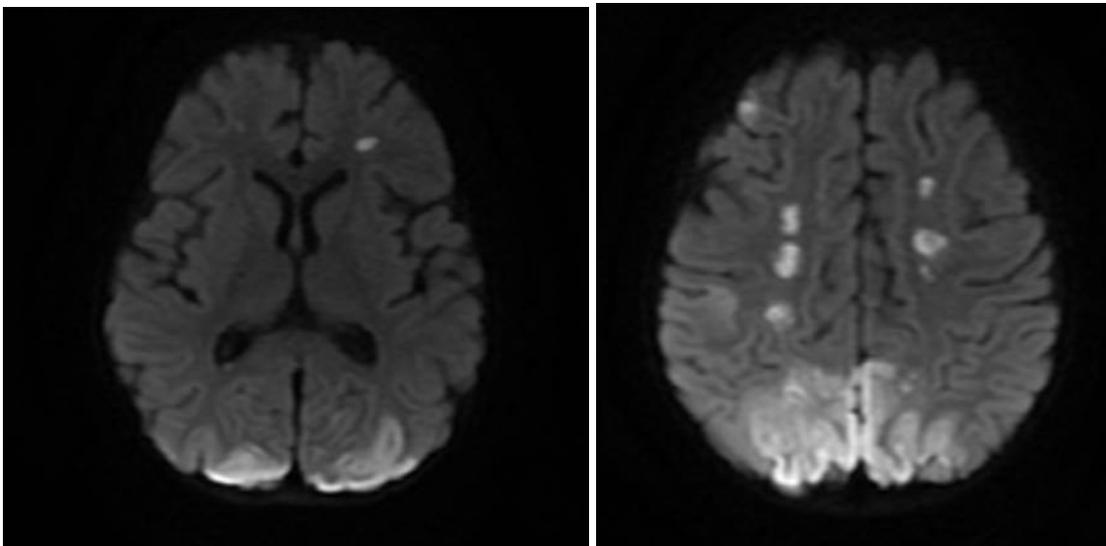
Imagem axial em série DWI com áreas secundárias de injúria vascular isquêmica recente em ambos os hemisférios cerebrais, distribuídas predominantemente nos lobos parietais, na região perirrolândica direita e nas zonas de fronteira vascular.
